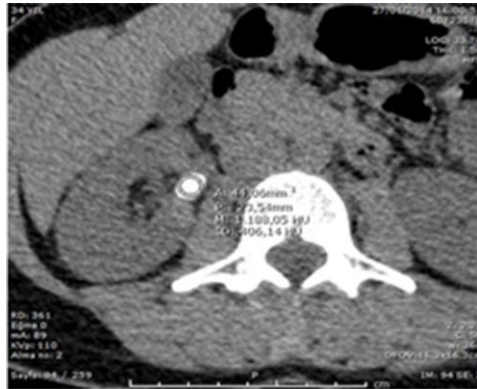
Bilgisayarlı tomografide iki düzlemde taşın en geniş çaplarının ölçümü
